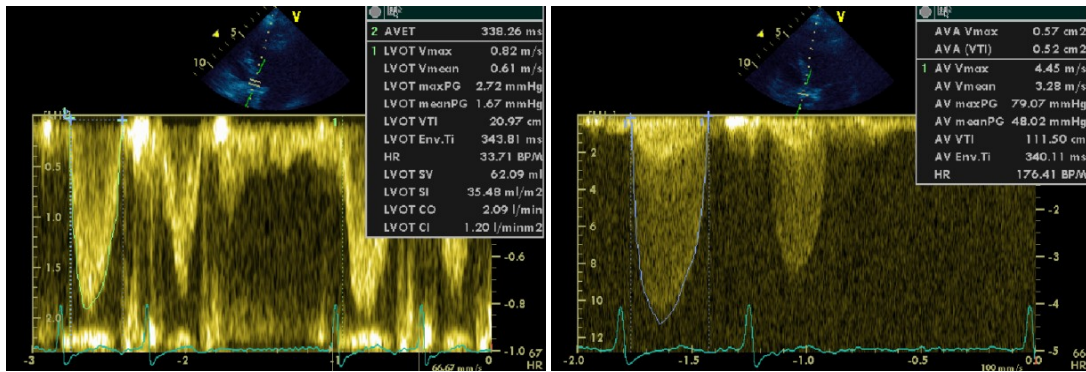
Messung der Blutgeschwindigkeit im linksventrikulären Ausflusstrakt mittels PW-Doppler (links) sowie in der Aortenstenose durch CW-Doppler (rechts)
